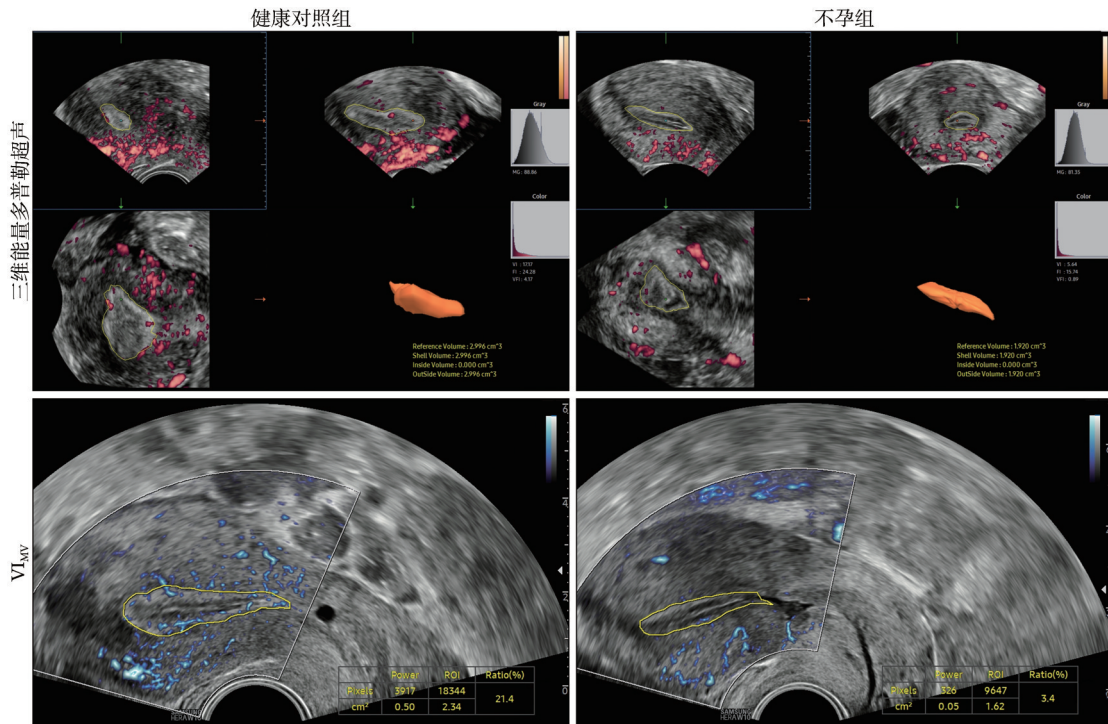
不孕组与健康对照组育龄期女性内膜的三维能量多普勒血流参数和VIMV超声影像图
